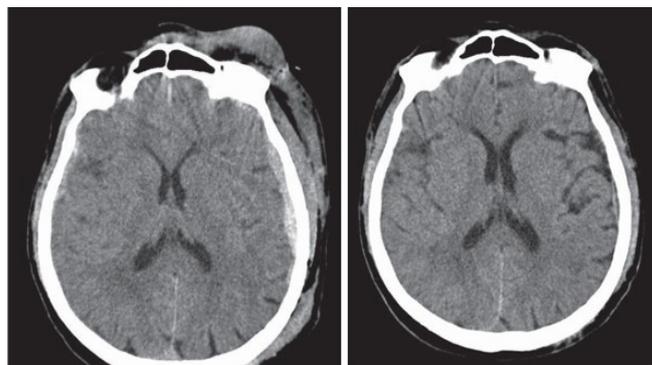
Пациент П., 25 лет. КТ- головного мозга при поступлении (А) и через 10 дней после консервативного лечения (В)
